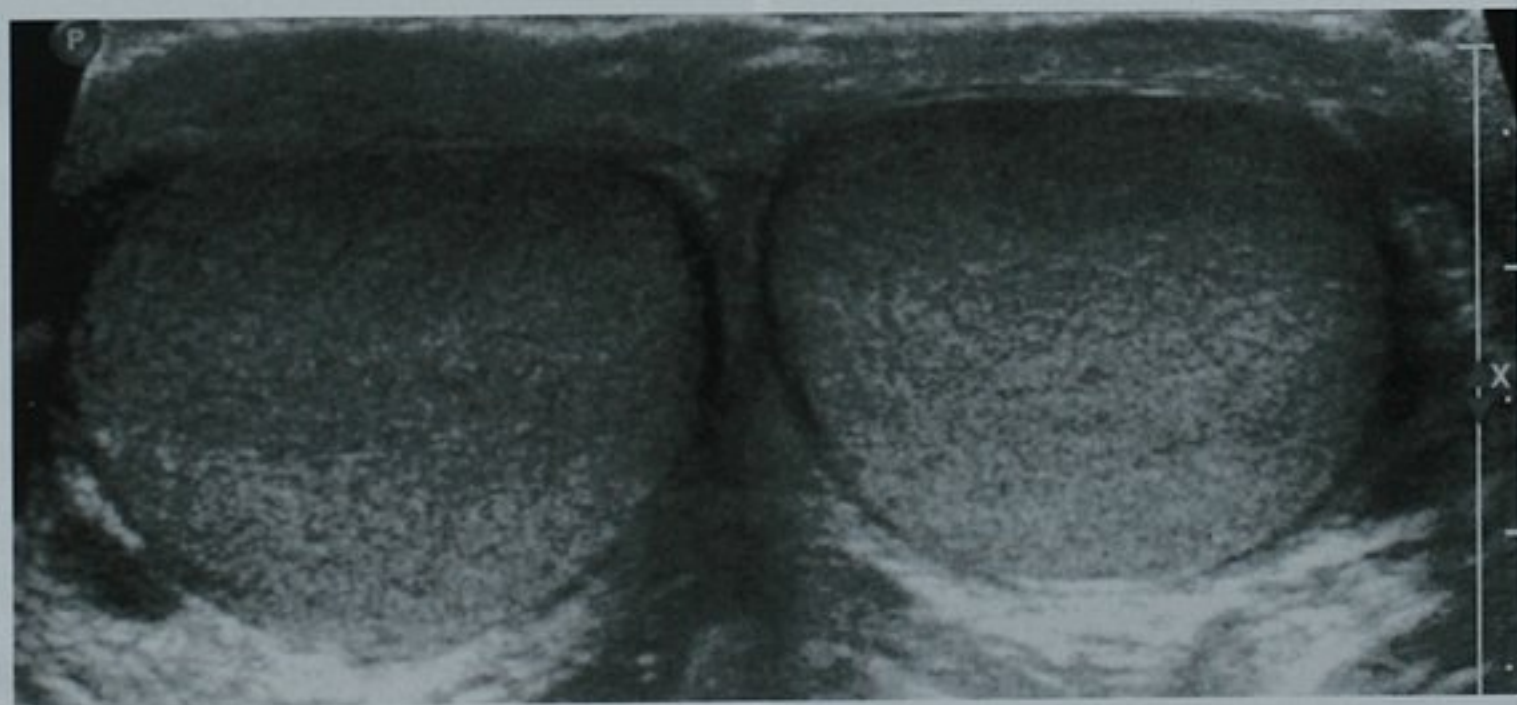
正常两侧睾丸对比超声成像。横断位超声图像包含了双侧睾丸,可以进行两者间的回声比较
